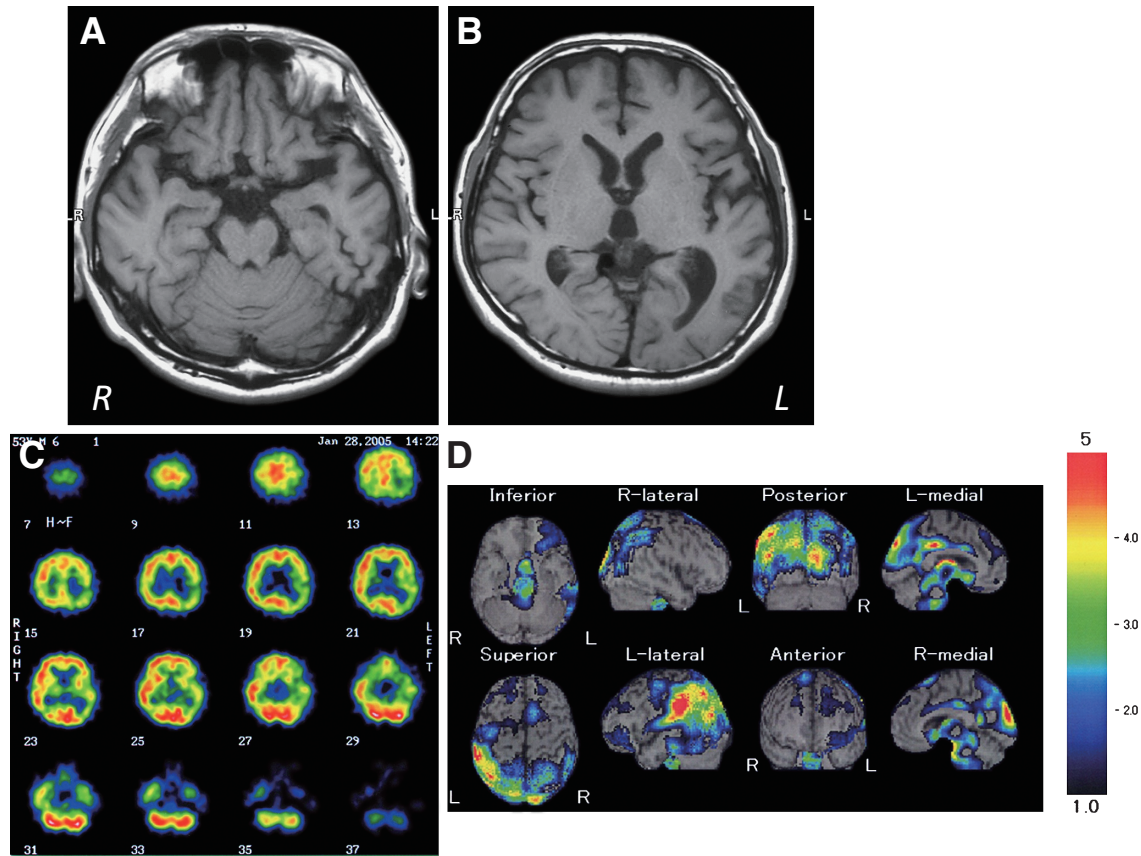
Brain MRI and ^{99m}Tc -ECD SPECT at the age of 53 (two years after the disease onset).
